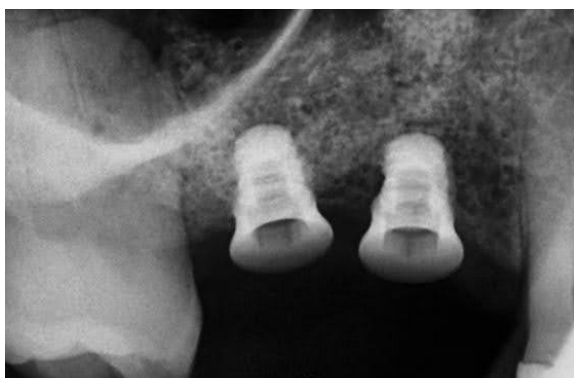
Radiografia imediata da instalação dos implantes extra curtos (lado direito).
